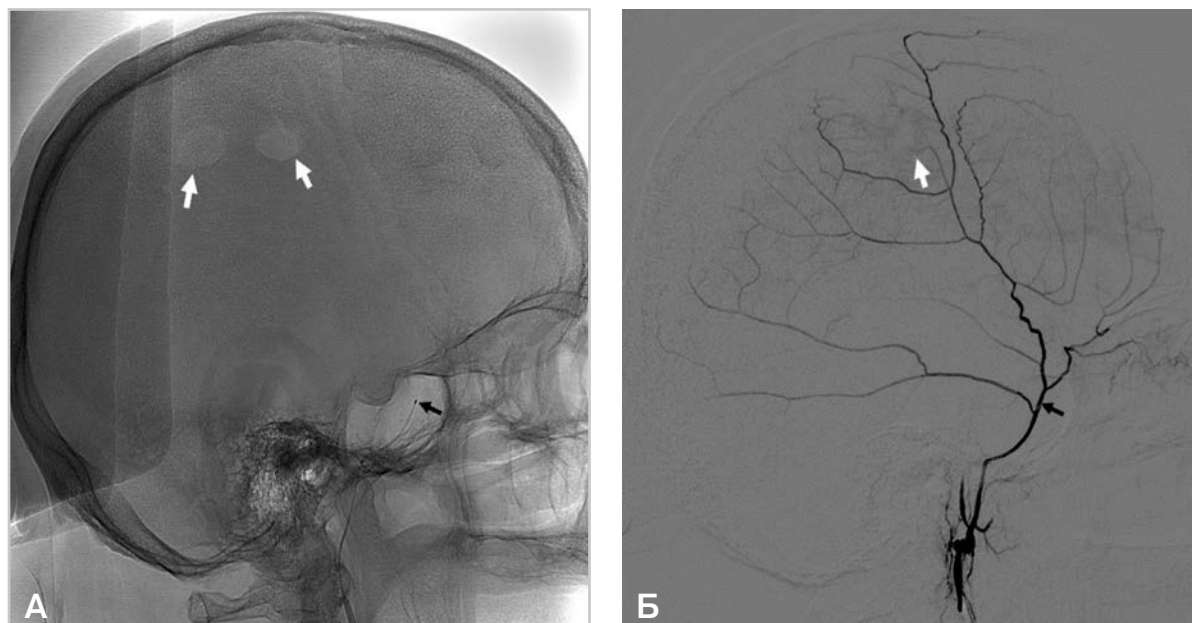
Боковые рентгенограммы без вычитания (а) и с вычитанием (б):
